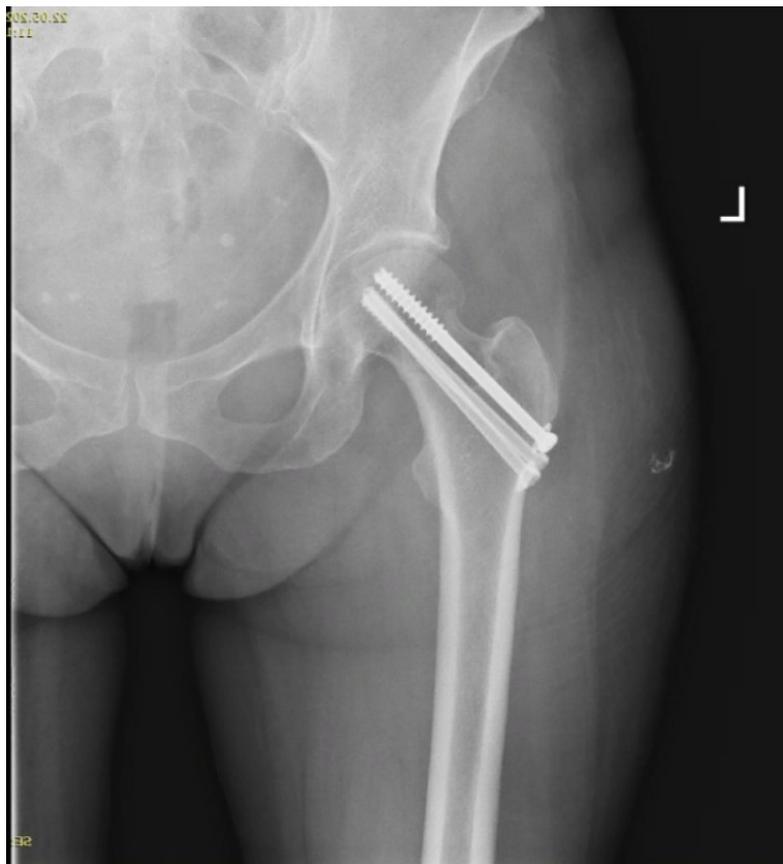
Рентген-контроль после операции остеосинтеза шейки бедренной кости 3 параллельными винтами от
